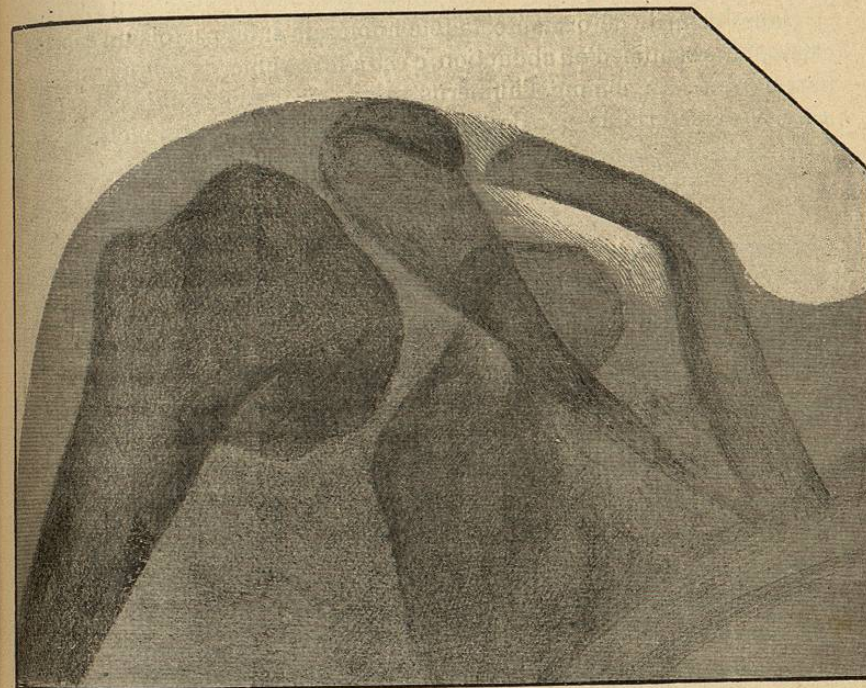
Radiographie d'un humérus valgus après fracture (Obs. pers.).
